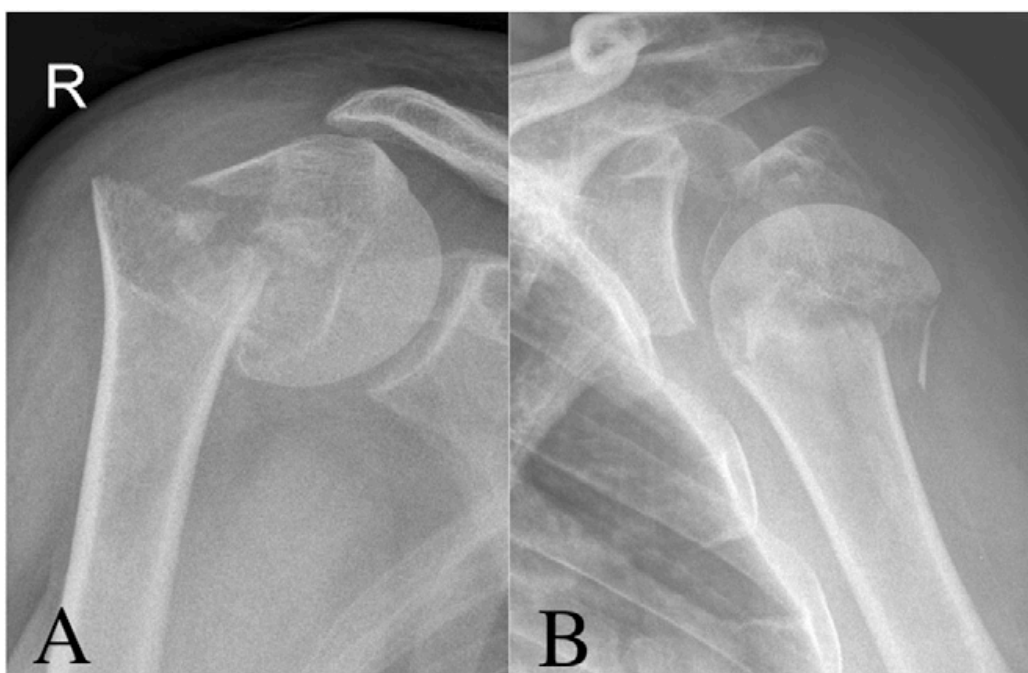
Radiografías que muestran (Fig.4-A) fractura en dos partes de tipo varo (rotura) y (Fig. 4-B) Fractura de tres partes tipo impactación en valgo (lateral). Normalmente, el fragmento de la tuberosidad mayor se encuentra por encima del fragmento de la cabeza. R = derecha. Imagen extraída de Maier et al.
